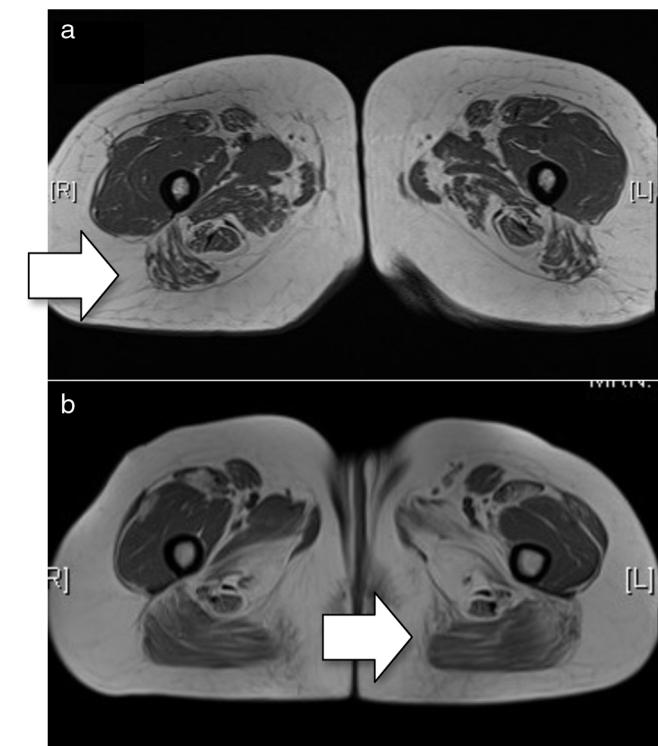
a) RM basal (secuencia T1). Se aprecia mínimo edema en extremo distal de ambos sartorios y en grácilis. Afectación de ambos compartimentos, en el compartimento anterior más afectados los vastos laterales y medios y en compartimento posterior, identificándose de manera general una mayor afectación posterior (flecha); b) RM posterior al tratamiento con rituximab (secuencia T1). Se aprecia una afectación bilateral y simétrica de ambos compartimentos objetivando atrofia muscular con depósitos de la grasa de forma difusa, en el compartimento anterior más afectados los vastos laterales y medios y en compartimento posterior los isquiotibiales, con predominio de la afectación en el compartimento posterior (flecha).
